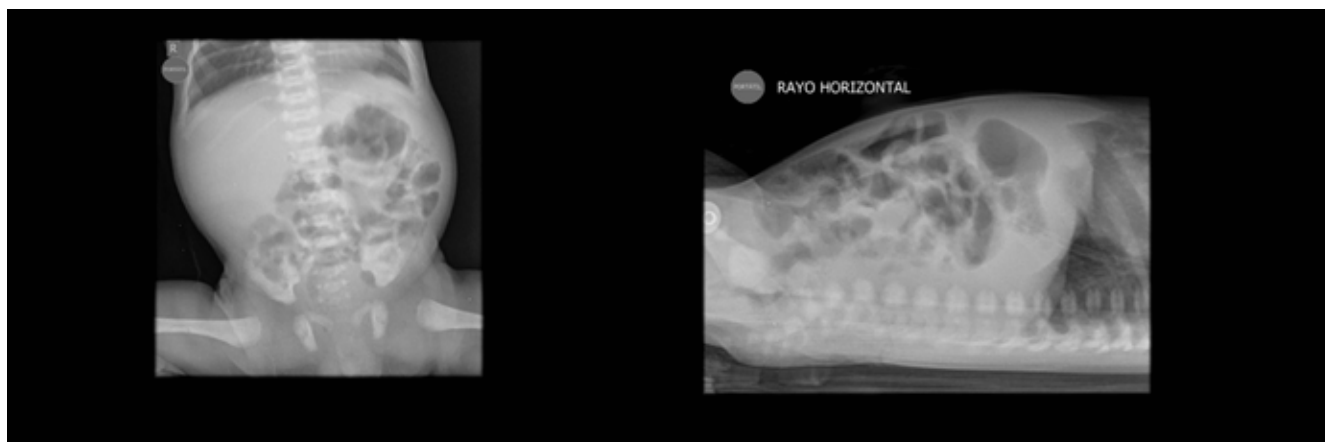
Radiografía AP y lateral de abdomen.
